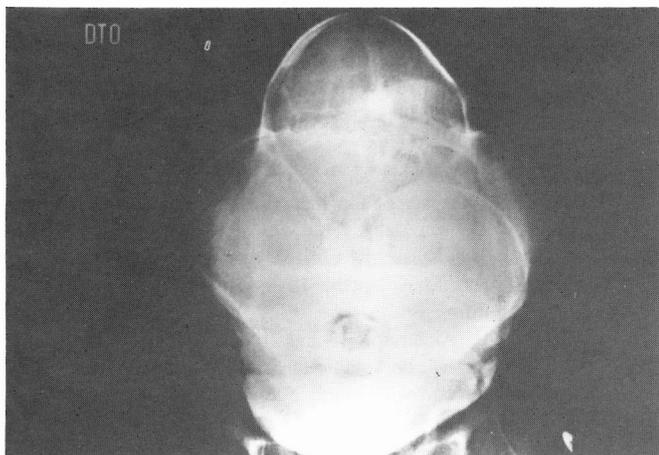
Radiografia anteroposterior do crânio.
